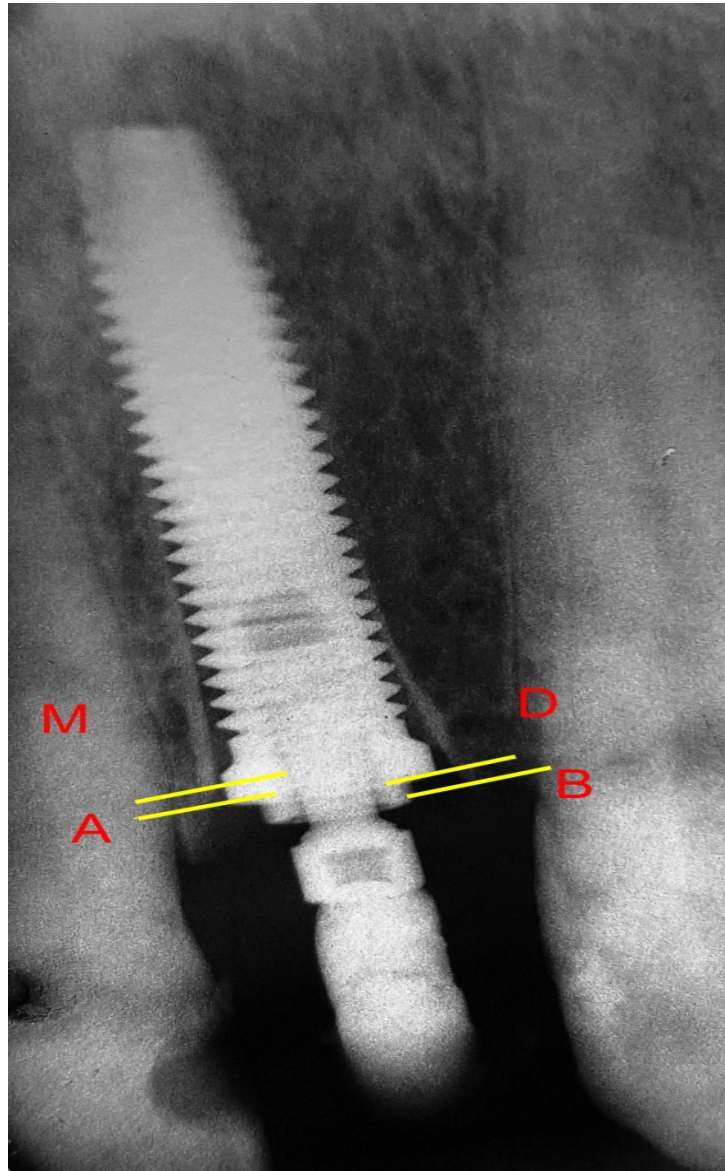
Análisis de la radiografía de control inicial, en alveolos postexodoncia. A, Altura da cresta ósea remanente por mesial. B, Altura da cresta ósea remanente por distal. M, Primer contacto implante-hueso mesial. D, primer contacto implante-hueso distal.
